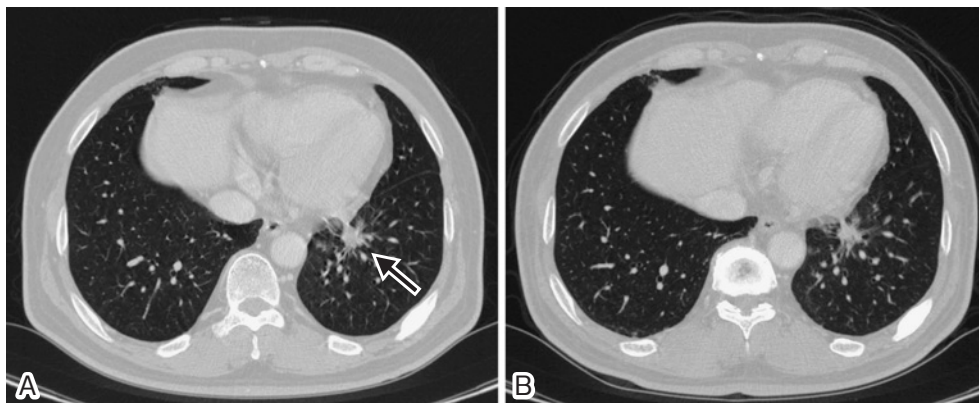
Chest CT scans show a mass shadow (arrow) in the left lower lobe after two months of treatment with gefitinib in October, 2007 (A), and on the recent admission in March 2009 (B). The primary lesion was well-controlled by gefitinib.
